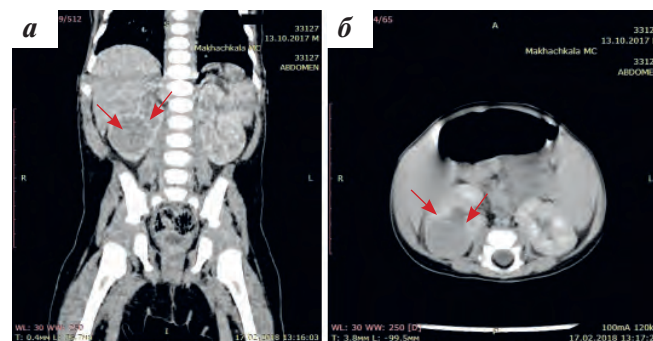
Мультиспиральная КТ ОБП: а — фронтальная проекция, б — аксиальная проекция
